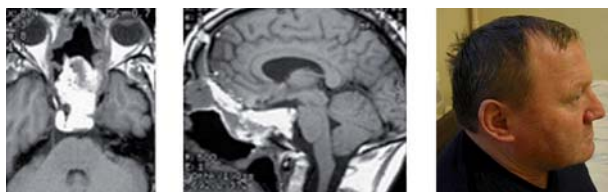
Внешний вид больного и КТ-картина через 6 мес. после операции.
